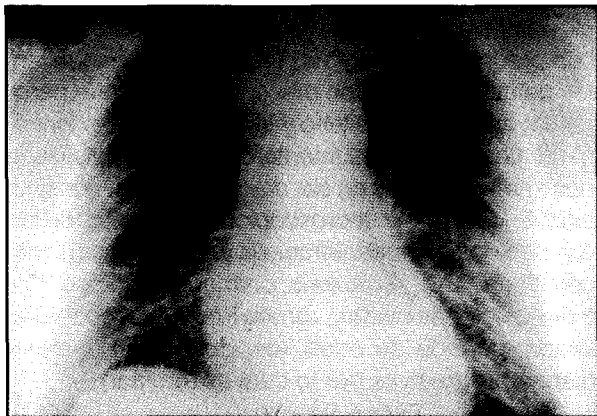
Radiografía de tórax simple que muestra imagen sugestiva de edema pulmonar.
